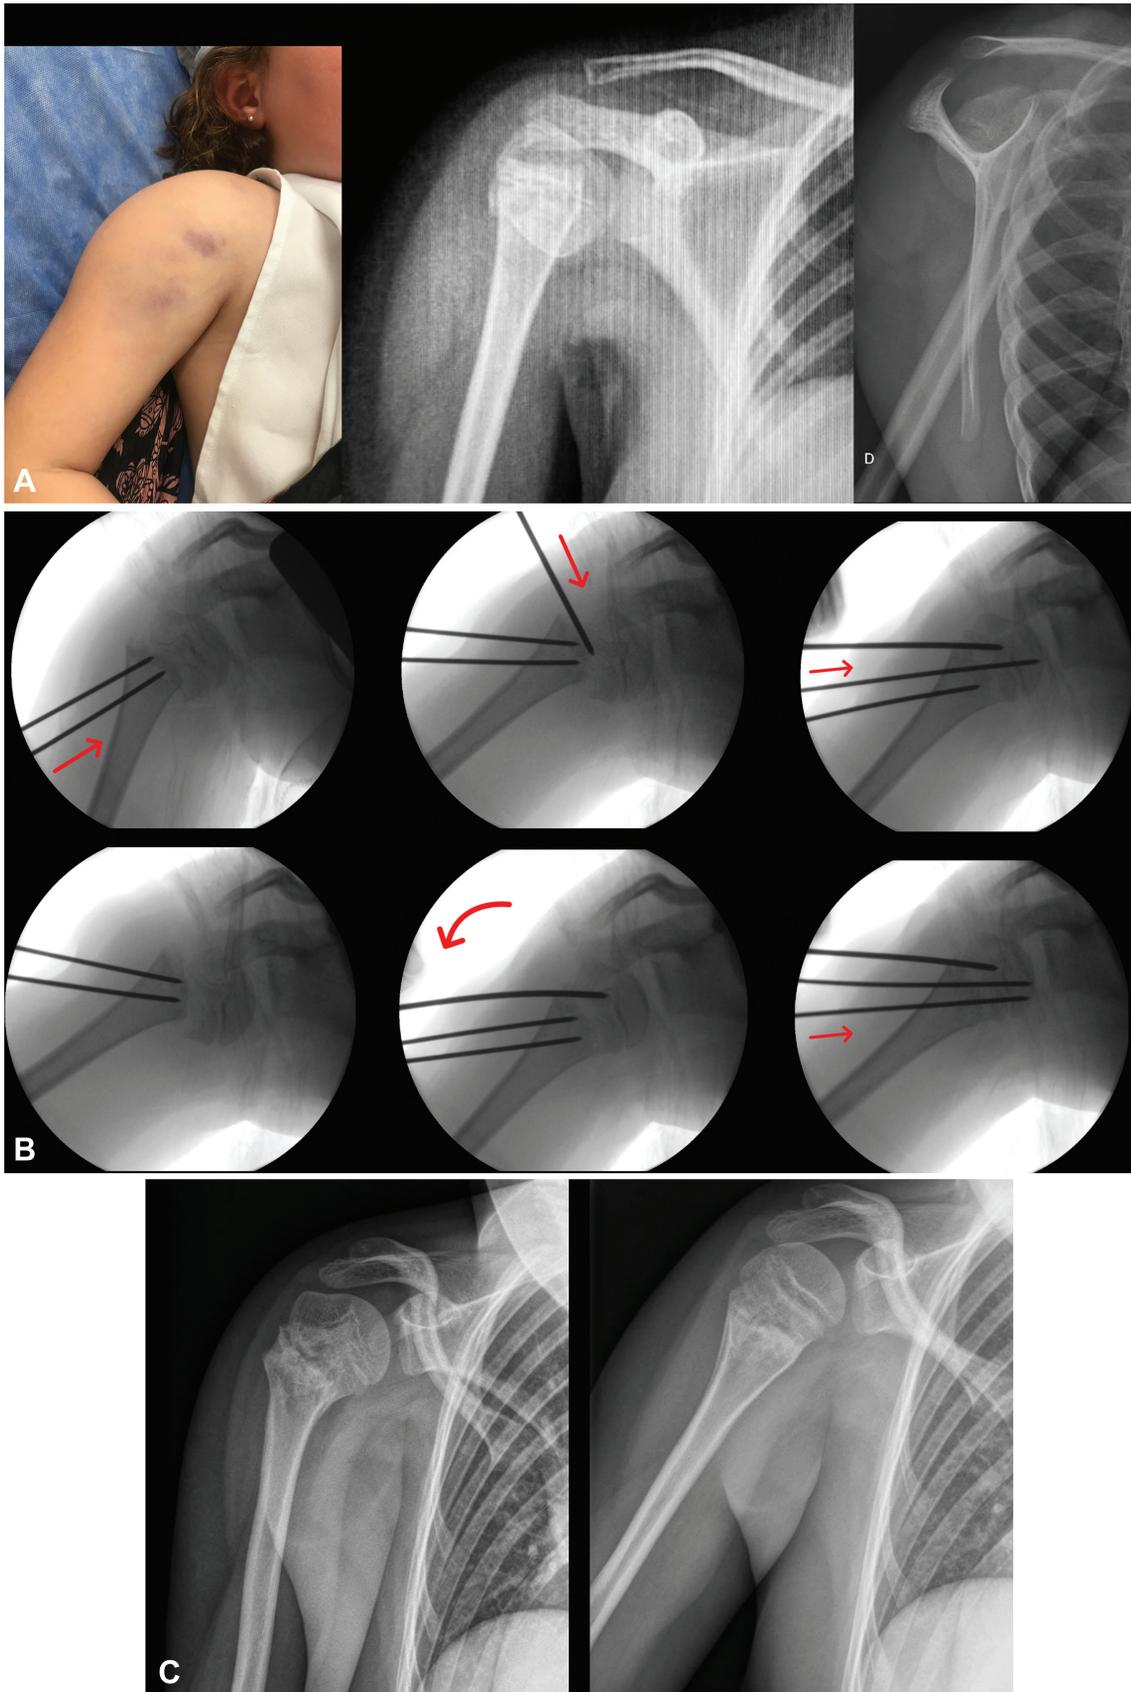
A) Imagem clínica e radiografias à apresentação inicial. B) Imagens fluoroscópicas durante a redução fechada e a fixação percutânea. C) Radiografias anteroposterior e em perfil aos 3 meses de acompanhamento.
